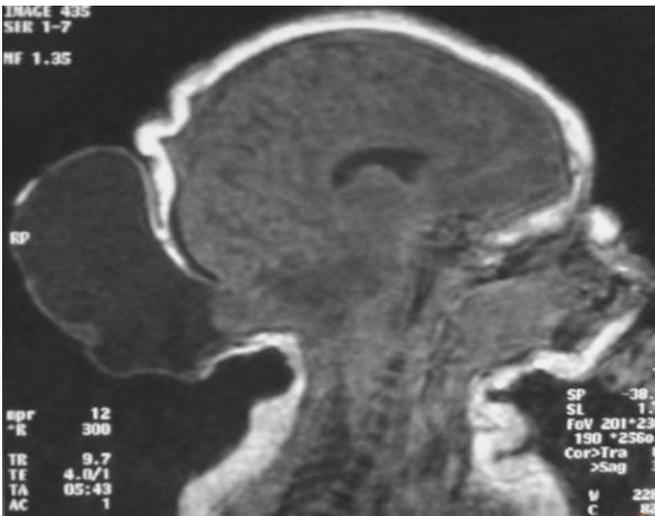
¹⁸ Encéphalocèle (IRM)
